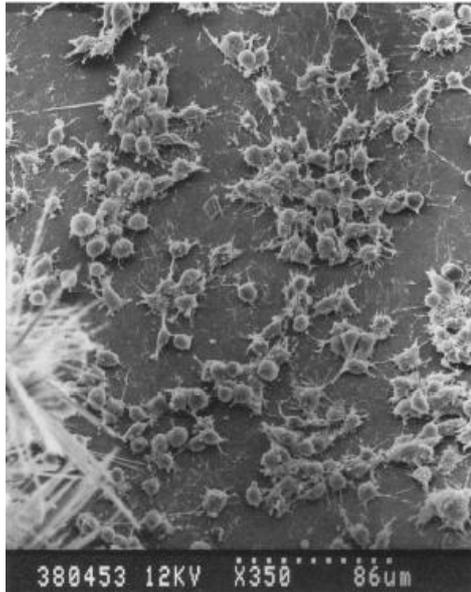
Morfología de las células en contacto con IRM a 21 días del cultivo.
